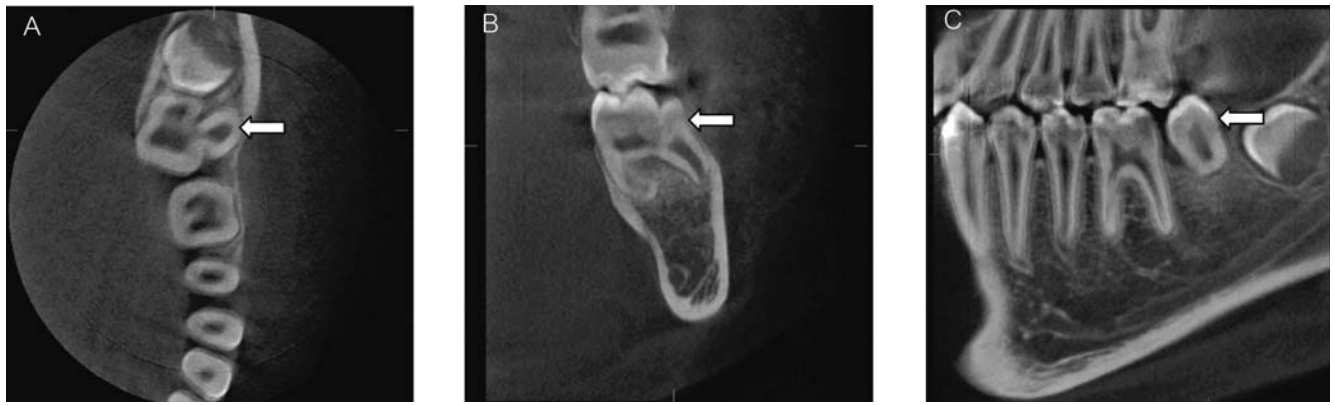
Cone beam computed tomographs showing position of paramolar (arrows): A) axial image, B) coronal image, C) sagittal image
